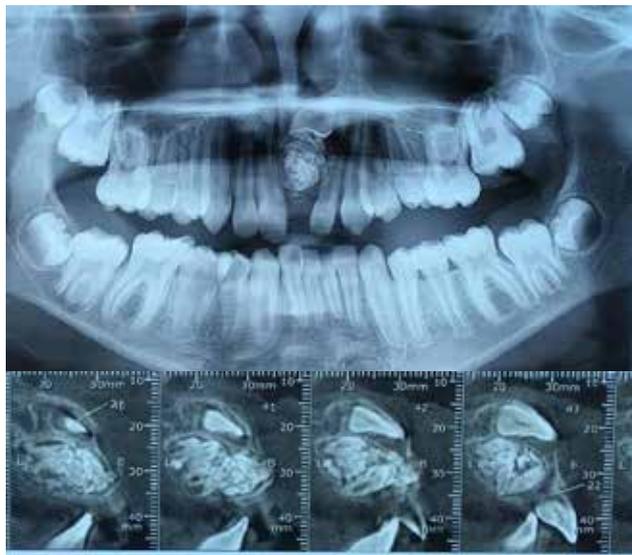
A- Radiografia panorâmica dos maxilares. B- Tomografia computadorizada evidenciando o volume da lesão.
